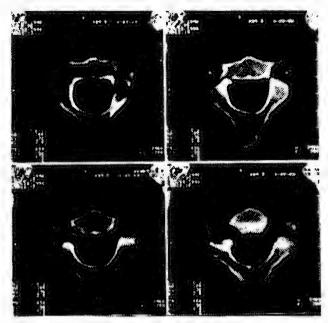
Магнитно-резонансная томография. Перелом позвонка C_{μ}
